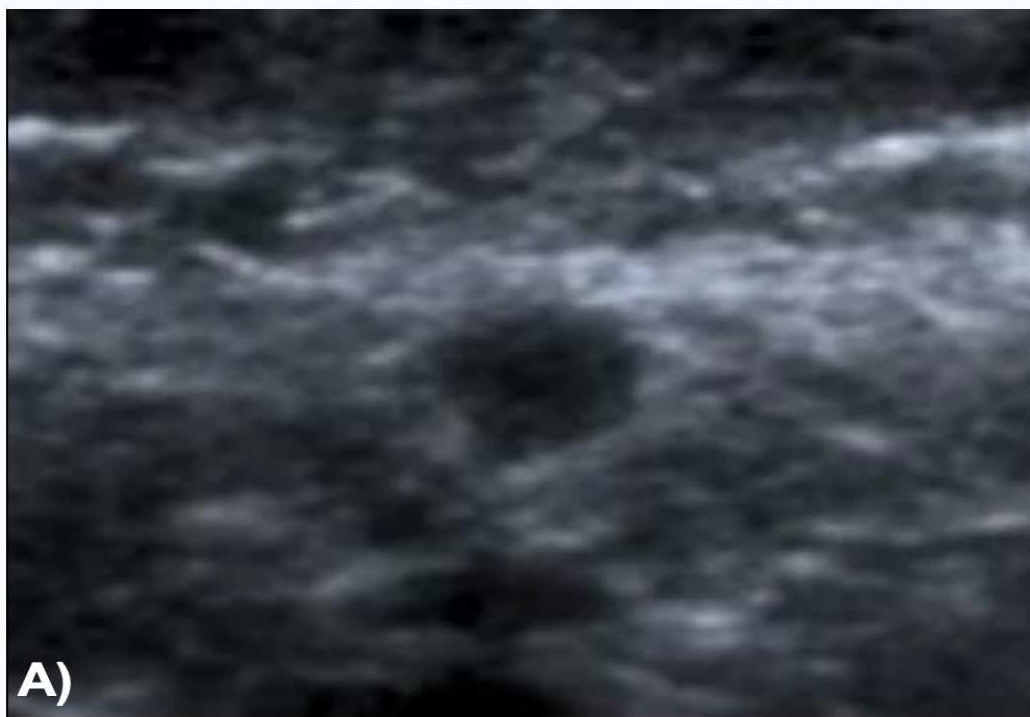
la lesión se correlaciona en la ecografía con un nódulo hipoecoico, discretamente irregular, con bordes mal definidos.
